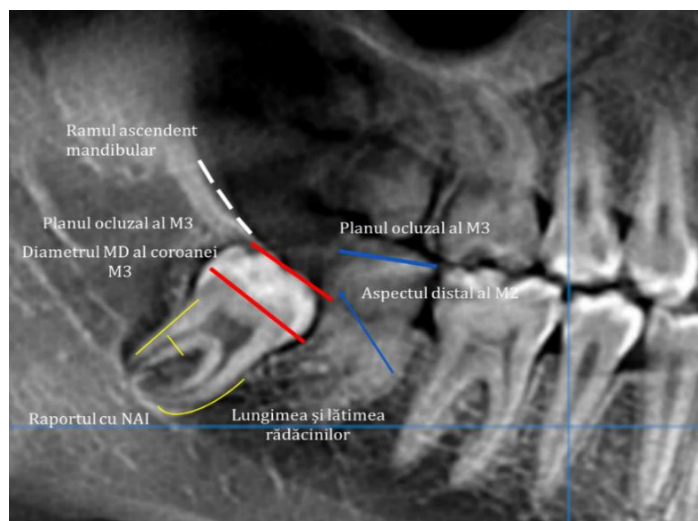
Secțiune de radiografie panoramică cu stabilirea parametrilor
